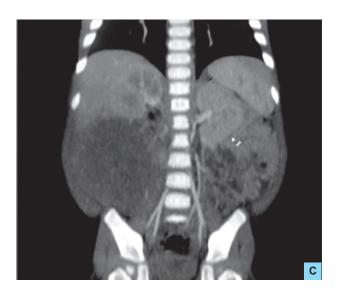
A-D). TC multicorte de abdomen: presencia de extensa masa de aproximadamente 13.8 x 11.7cms, que involucra a los segmentos V y VI; extendiéndose hasta la sínfisis del pubis.
